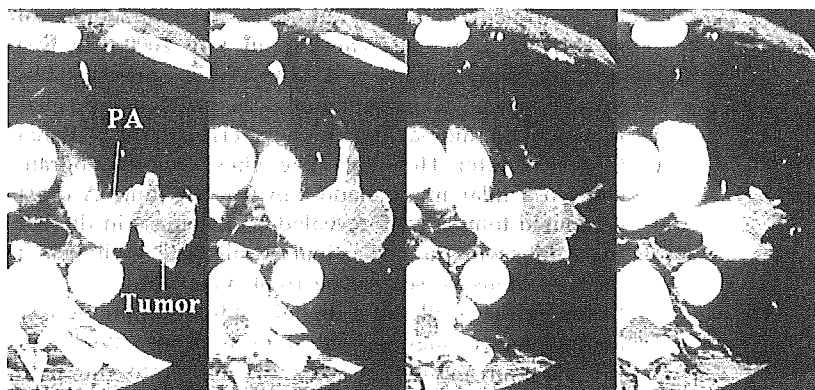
Chest computed tomographic scans show tumor involving hilar lymph nodes adjacent to the left pulmonary artery of the lung. (PA = pulmonary artery.)
